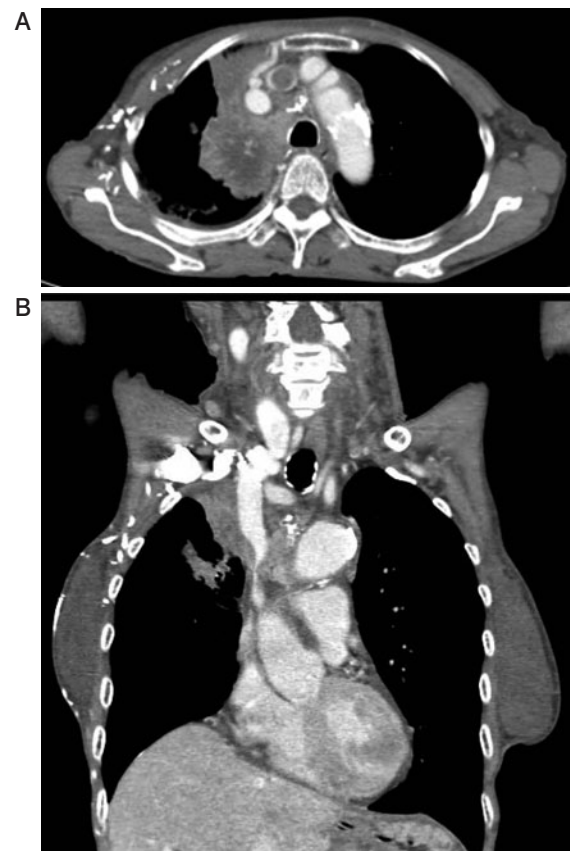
(A) Chest contrast CT shows a 6-cm tumor in the right S¹, development of the collateral vein, and a lesion in the brachiocephalic vein. The tumor invades the mediastinum. (B) Chest contrast CT shows severe stenosis of the superior vena cava.
